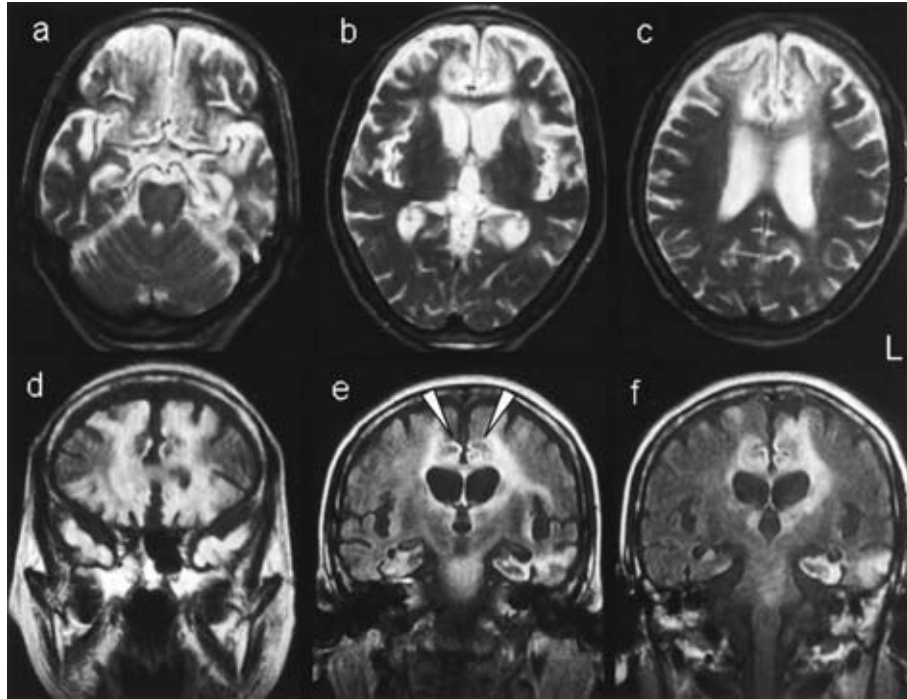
Brain MRI on the 74th hospital day. "L" indicates left side.
